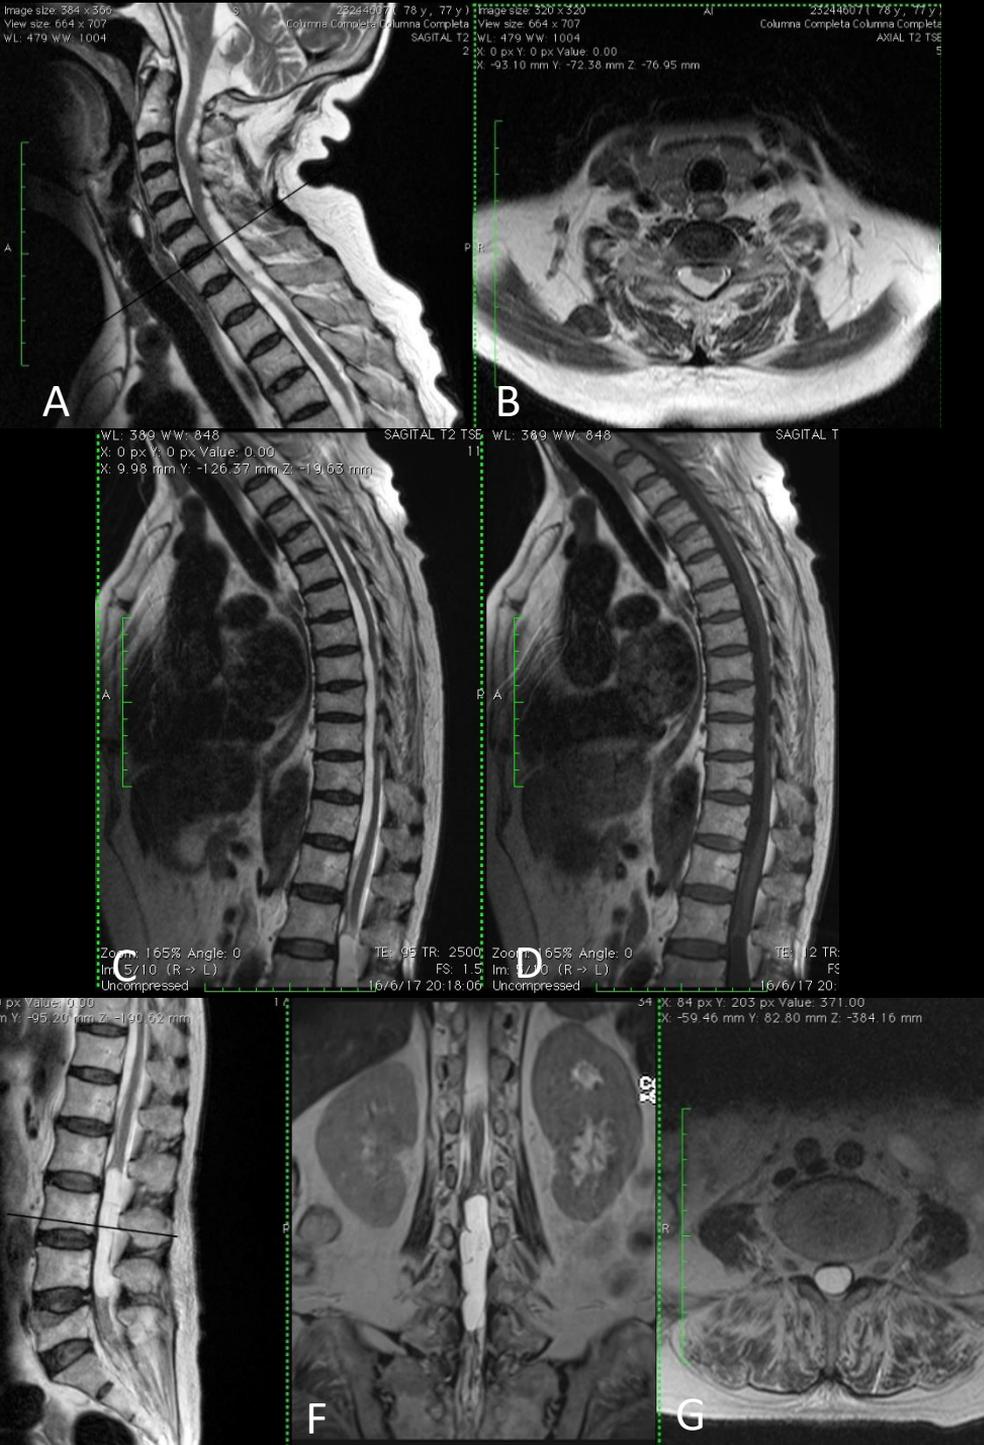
RM de columna completa. A, B, C, D. Se observan múltiples imágenes de aspecto quístico, con diferentes tamaños en ubicación intradurales extramedulares a lo largo del canal raquídeo cervicodorsal sobre el sector anterior y posterior, las cuales se asocian a pequeñas tabicaciones y generan desplazamiento del cordón medular. Las mismas no presentan realces tras la administración de contraste endovenoso.
